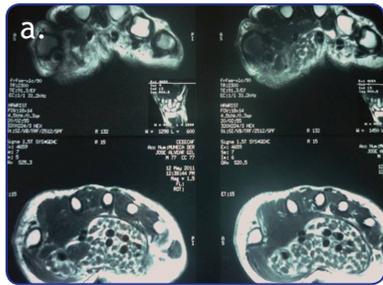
a, b, c, d. Resonancia magnética de muñeca y mano derechas.
